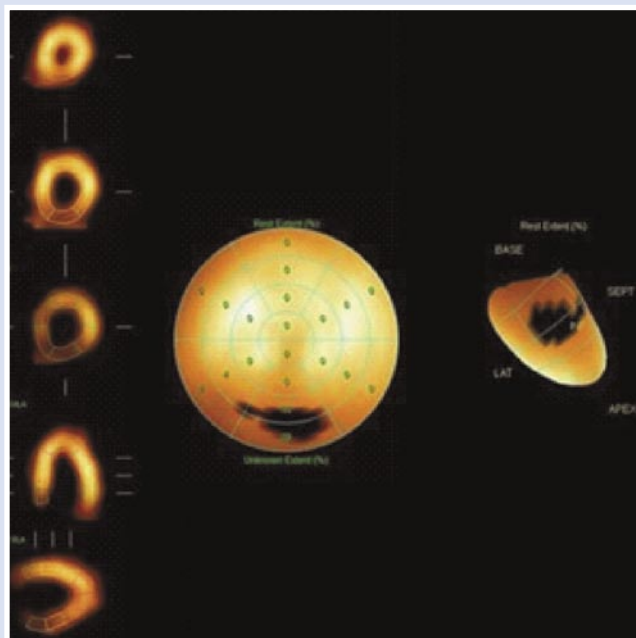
Сцинтиграфия миокарда пациента через 24 месяца после операции.
